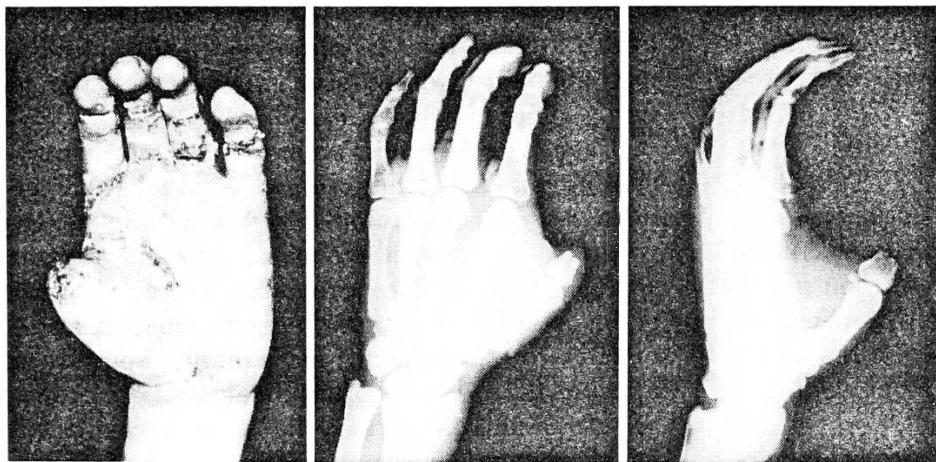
Больной Г.: внешний вид и рентгенограммы поврежденной кисти до операции.
